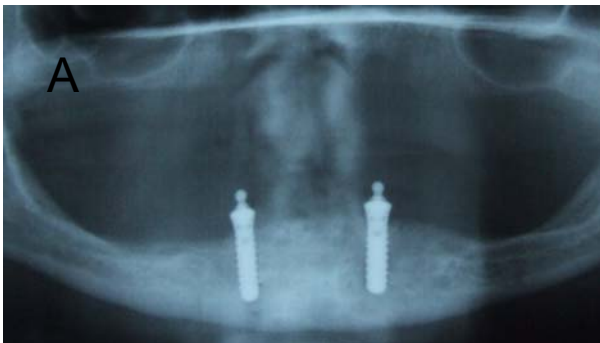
Hastaların ADO işleminde latent dönem sonu distraktör yerleştirilmiş panoramik röntgen görüntüsü (A: 1.grup, B: 2. grup)
